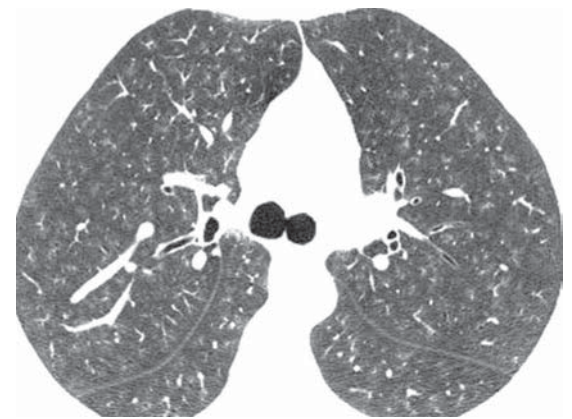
Tomografia computadorizada de alta resolução de tórax
